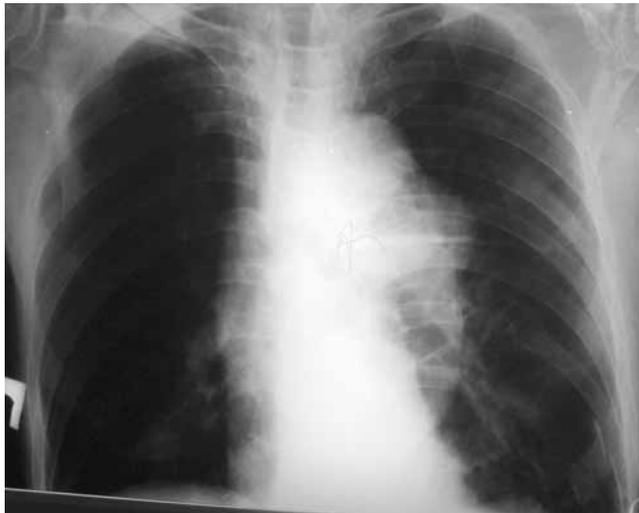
Рентгенограмма в прямой проекции органов грудной клетки больного 79 лет после удаления эндобронхиального клапана
